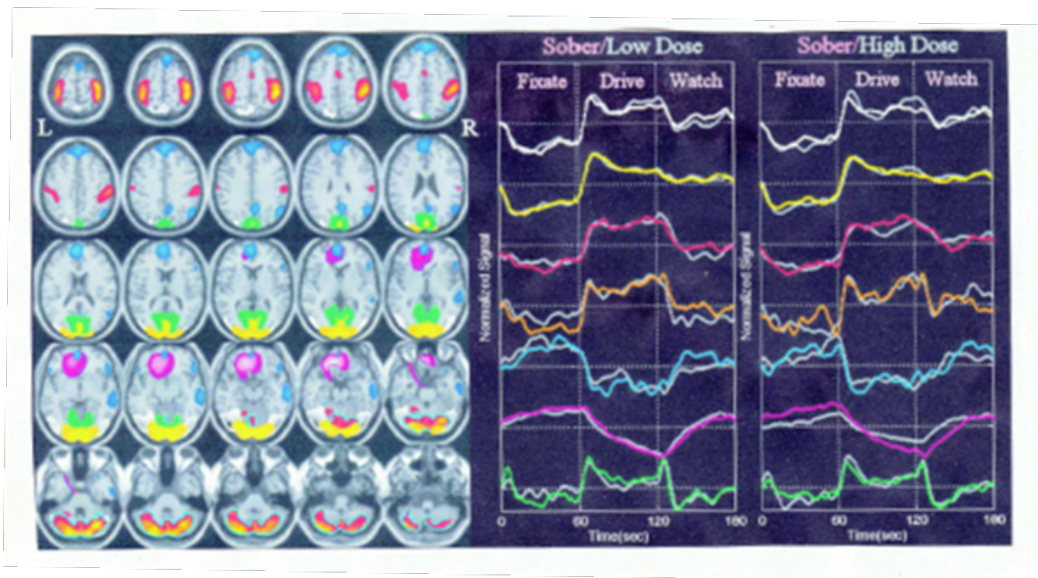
IRM représentant l'activité cérébrale
